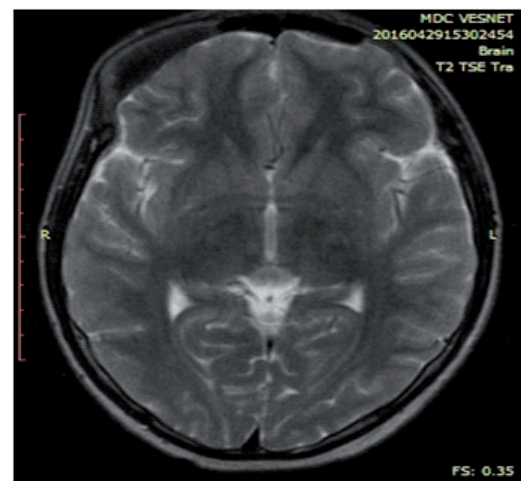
МРТ до операции
